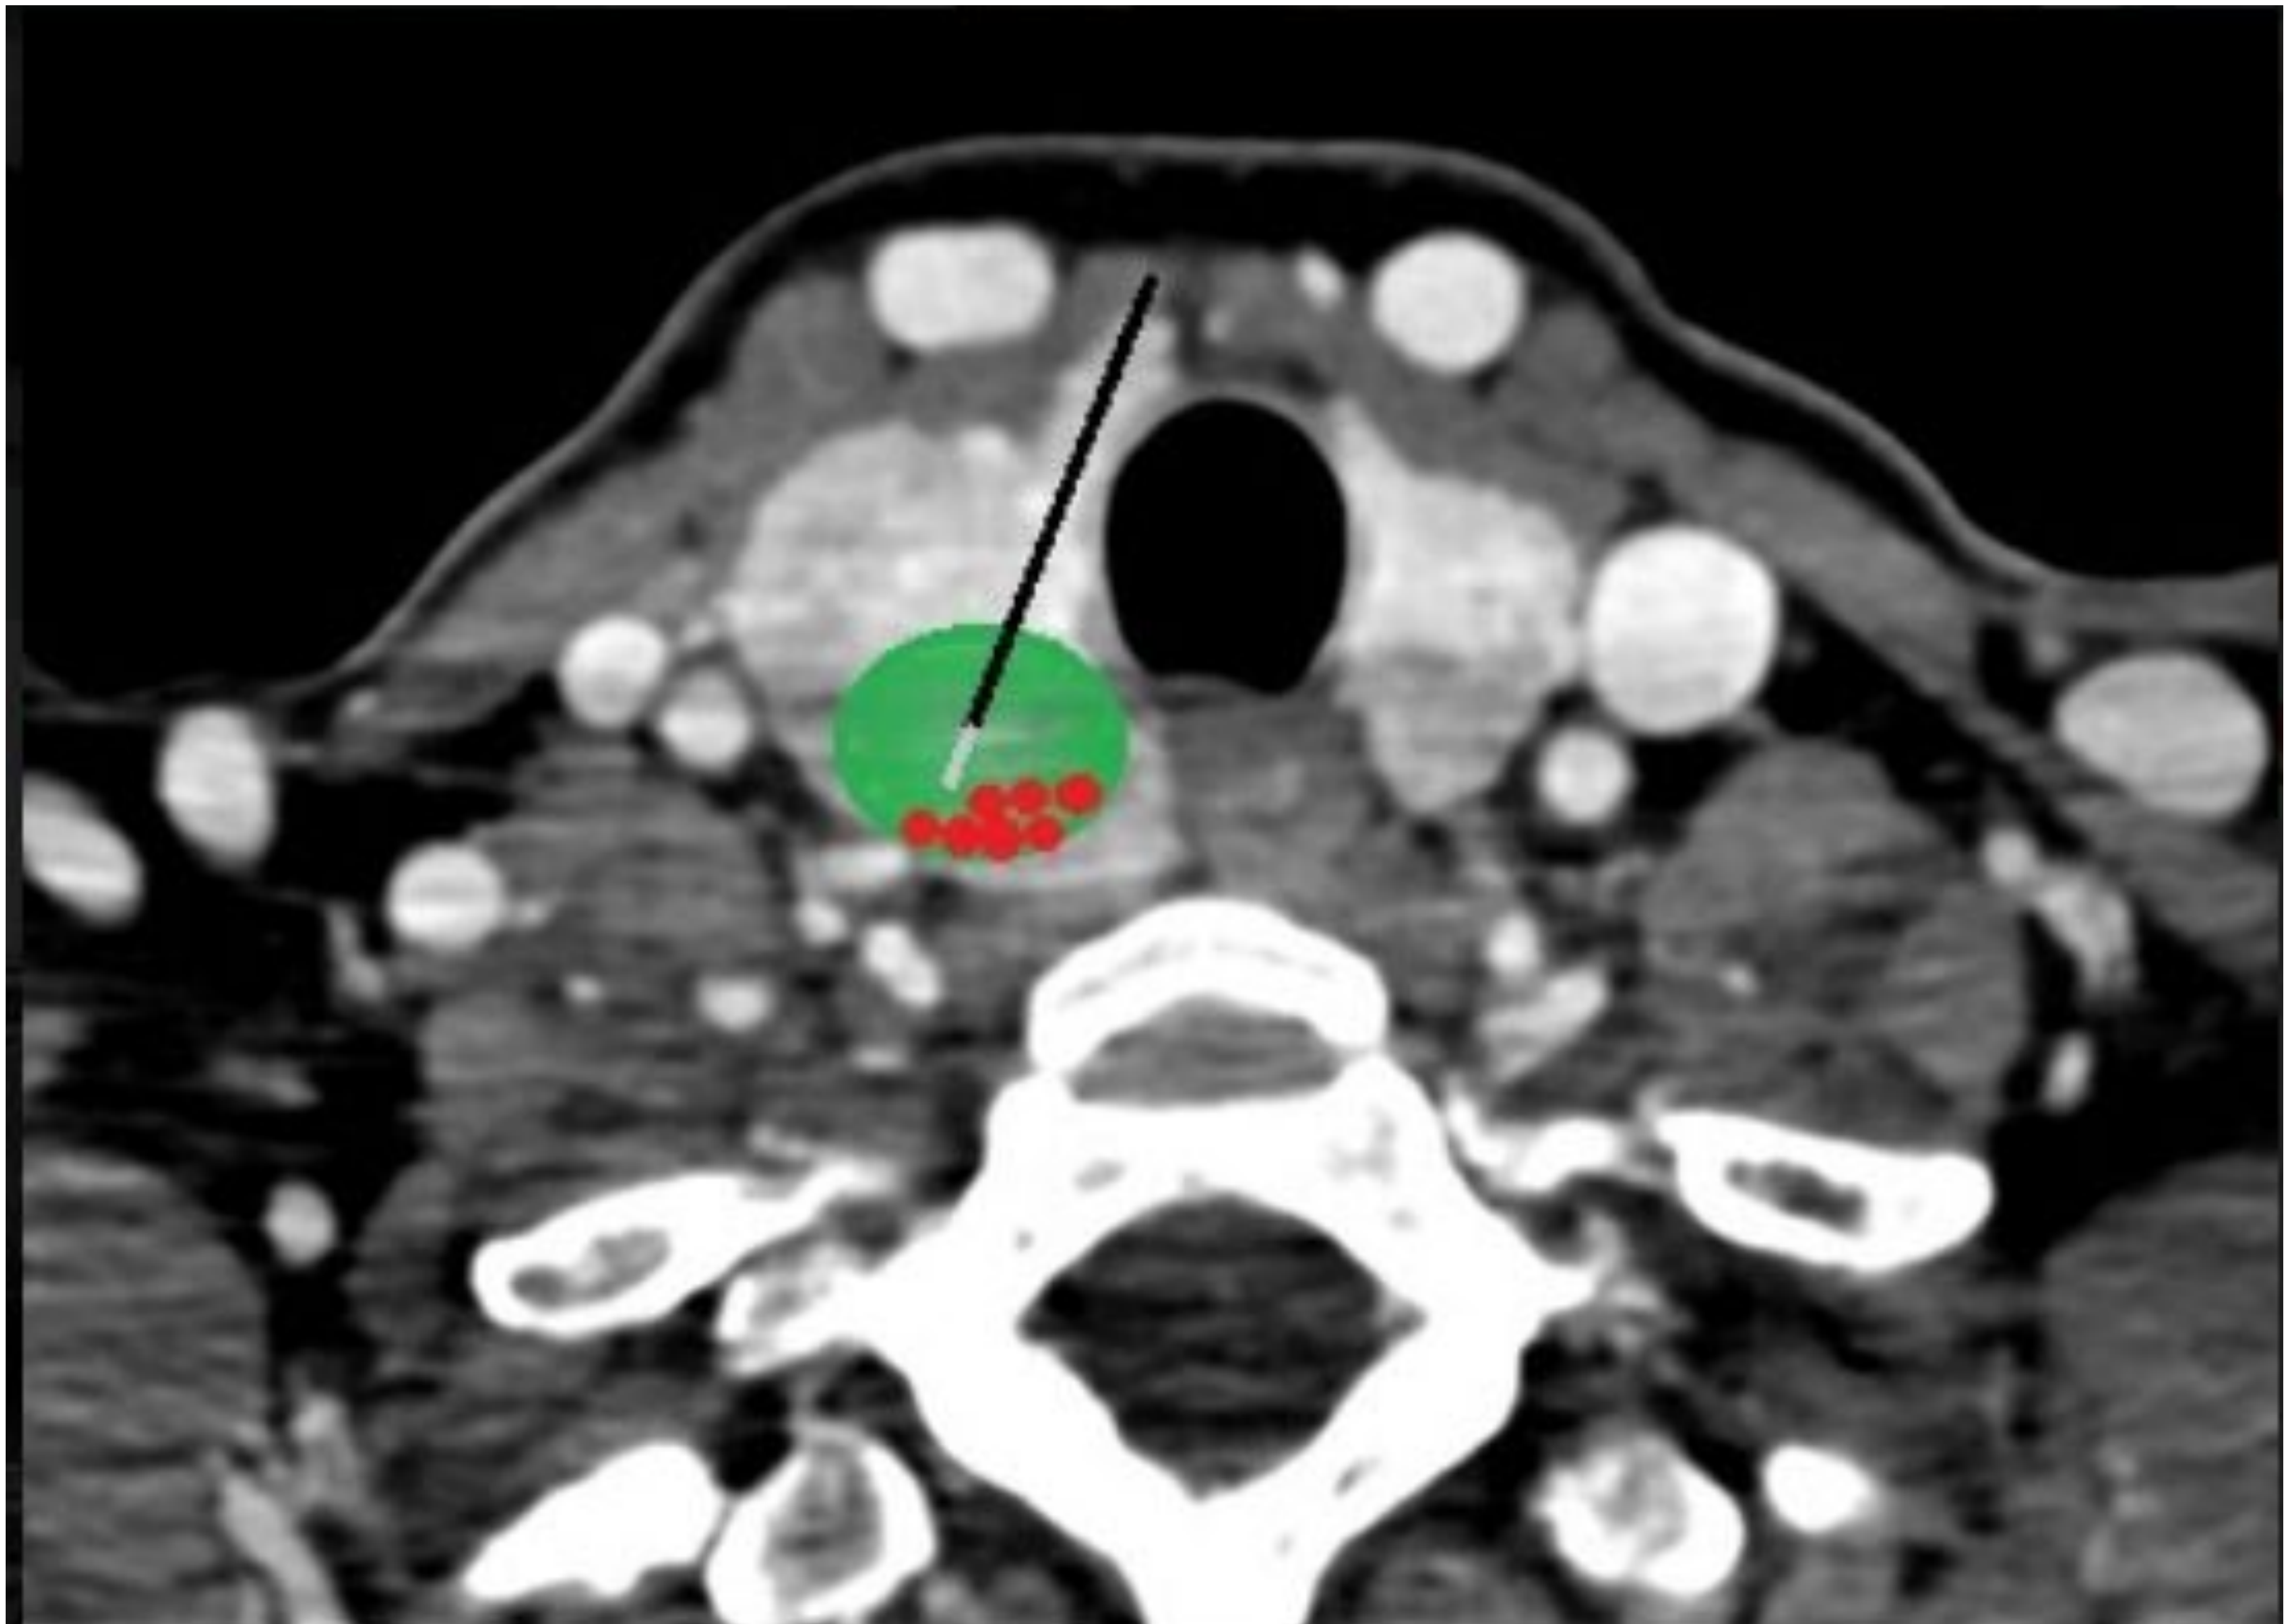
Corte axial de TC de cuello con contraste iv representativo de abordaje transístmico utilizando la técnica de moving shot.
